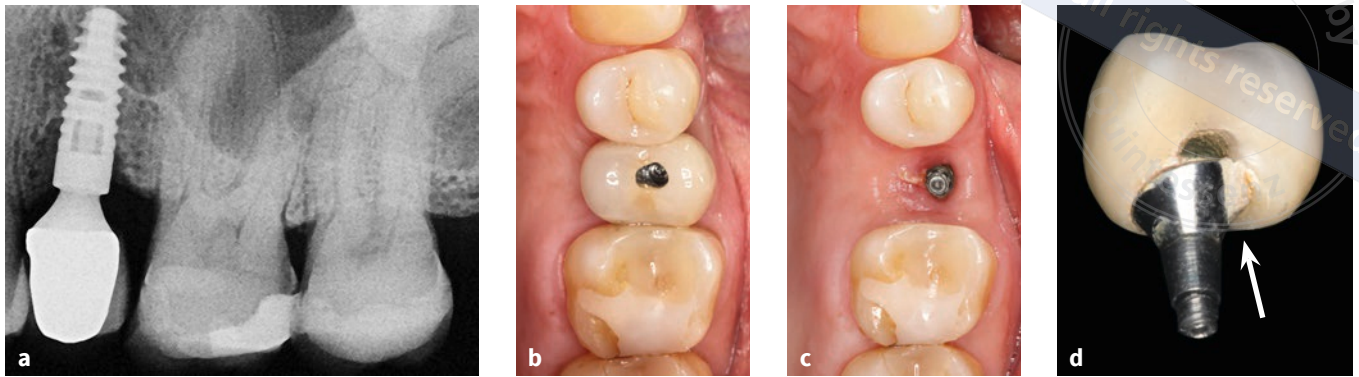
bis d Periimplantitis am Implantat in regio 25 – Klinisches Vorgehen bei der „Trepanation“ des Schraubenkanals bei definitiv zementierten Suprakonstruktionen: röntgenologische Ausgangsdiagnostik mit periimplantären Knochendefekt mesial und distal bei vermeintlich suffizienter Suprakonstruktion (a); Zustand nach „Trepanation“ des Schraubenkanals (b); Zustand nach Abnahme der Suprakonstruktion mit periimplantären Entzündungszeichen (c); entnommene Suprakonstruktion mit einer nicht hygienefähigen Überkonturierung auf der palatinalen Seite und Zementresten (d).
